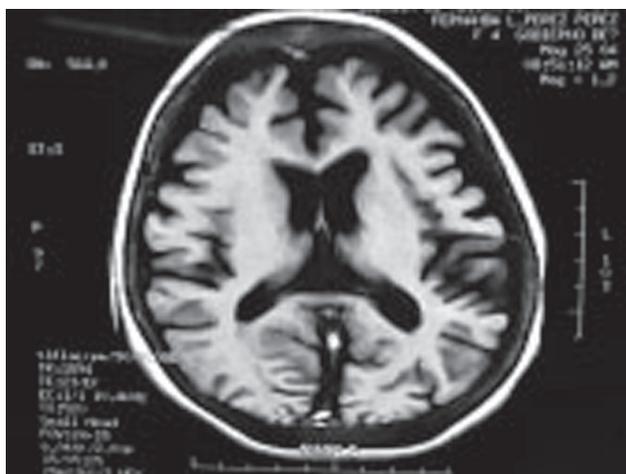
a) RM Flair Axial que muestra atrofia cortical generalizada y dilatación del sistema ventricular. b) RM T1 Coronal. Muestra incremento significativo del espacio subaracnoideo sobre la convexidad cerebral, surcos prominentes, dilatación acentuada bilateral de las cisuras de Silvio, ventrículos laterales y tercer ventrículo.
